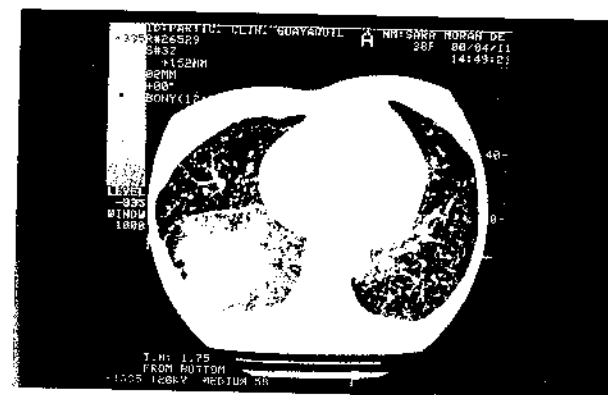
TAC Torácico pre-Quimioterapia
